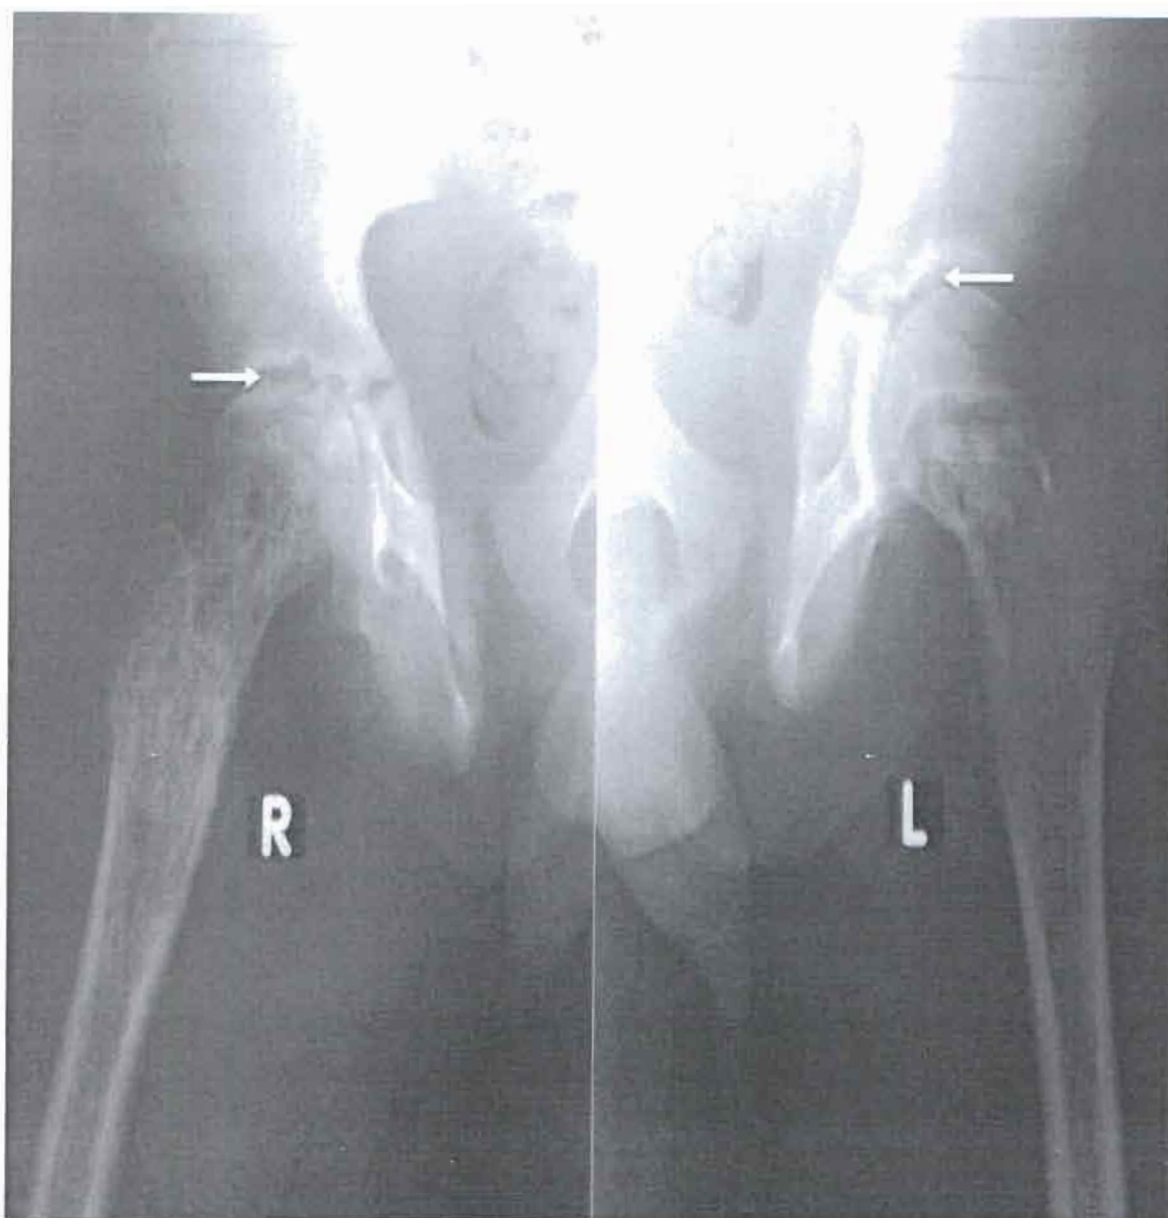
Radiographie de profil des hanches chez une adolescente de 13 ans reçue pour douleur de la cuisse droite avec une toux fébrile chez qui nous notons une coxalgie bilatérale plus conséquente à droite (flèche) avec une extension fémorale diffuse
